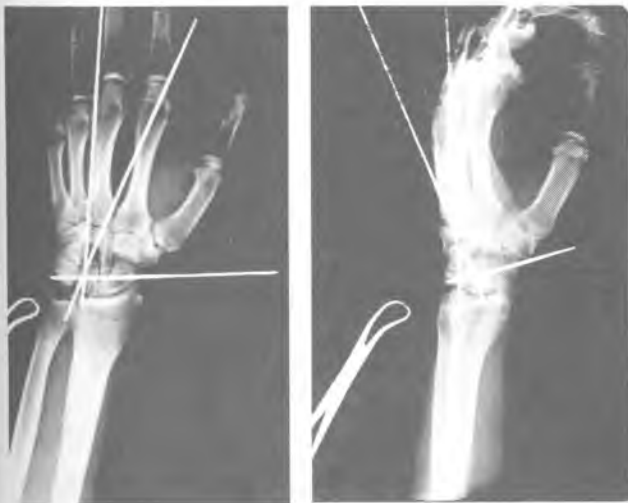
Рентгенограммы запястья пациента С. Интраоперационный результат фигурной остеотомии и костно-пластического удлинения головчатой кости запястья: А - прямая проекция; Б - боковая проекция.
